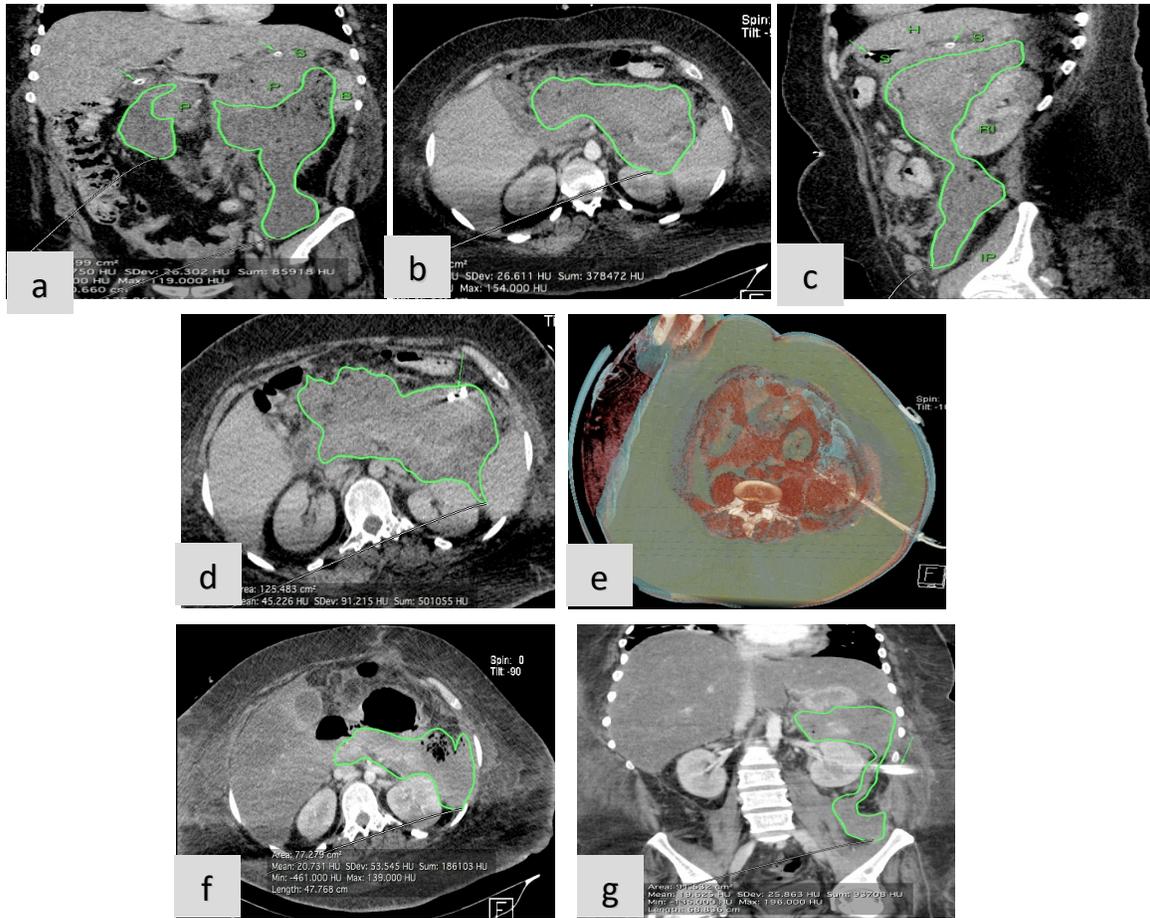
Caso No. 6. Masculino de 25 años de edad, con diagnóstico de pancreatitis aguda necrotizante severa Baltahazar E. Imágenes de TC + C en planos coronal, axial y sagital (a-b-c) previas al DPC, en donde se observan al menos dos colecciones necróticas agudas heterogéneas, que muestran su localización multicompartimental, abarcando saco menor, EPA, Espacio retroperitoneal infrarrenal con extensión hacia la FII. Sonda de gastrostomía (flechas en c). Las imágenes d y e, muestran la localización de los catéteres colocados en diferentes tiempos, con ruta de acceso transabdominal a través del hipocondrio izquierdo, previo a su ingreso en el HRAEB (flecha en d), y retroperitoneal izquierdo a través del flanco ipsilateral, colocado aproximadamente 1 semana después en nuestra institución, 9 días posterior a su ingreso (e). Se le realizó necrosectomía con drenaje videoasistido al siguiente día posterior al DPC, obteniendo abundante material purulento y se coloca tubo de pleurostomía 24 Fr hacia la colección retroperitoneal izquierda. El paciente se mantuvo en vigilancia durante 21 días y posteriormente se decide su egreso. 1 semana después acude nuevamente por aparente salida del catéter y persistir con datos de respuesta inflamatoria sistémica. Se le realiza TC de control, observando persistencia de colección necrótica peripancreática no encapsulada (f), así como de la colección localizada en espacio retroperitoneal infrarrenal izquierdo, con extensión a FII (g). Se decide reintervenir con LAPE y necrosectomía con lavado retroperitoneal el, siendo necesario su ingreso a la UTI por choque hipovolémico y hemorragia; se decide su contrarreferencia por máximo beneficio. S= *Estómago*, P= *Páncreas*, B= *Bazo*, H= *Hígado*, RI= *Riñón izquierdo*, IP= *M. Iliopsoas*, FII= *Fosa iliaca izquierda*, UTI= *Unidad de terapia intensiva*.
